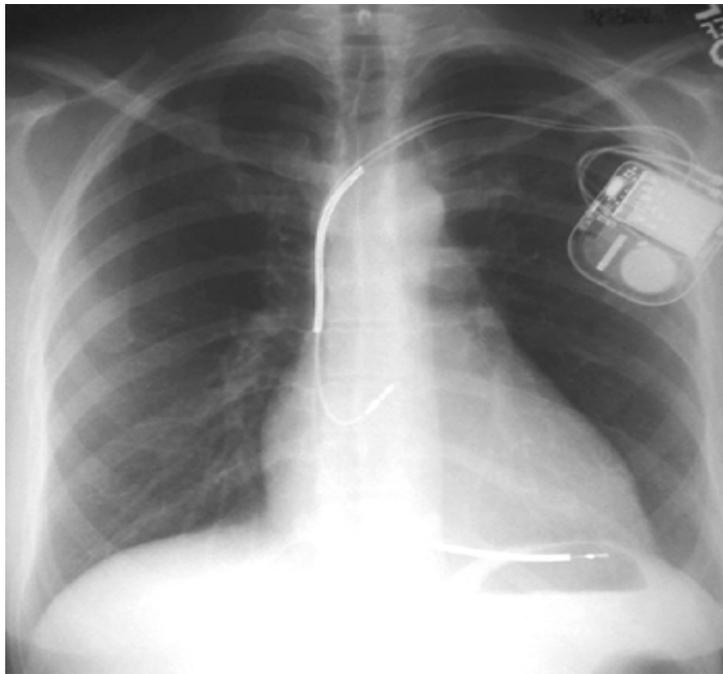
Рентгенограмма больного с аномалией Эбштейна.
